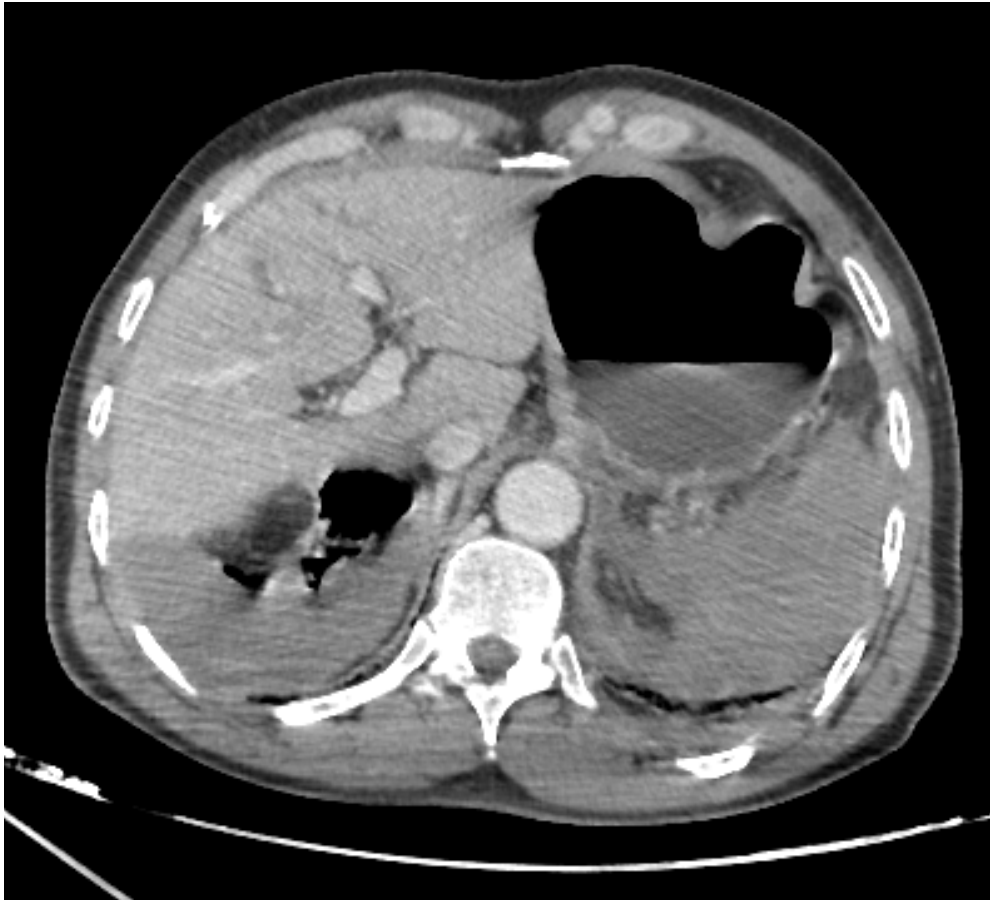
TDM abdominale en coupe axiale avec injection de PCI au temps portal montrant un éclatement de la rate avec hémopéritoine.
